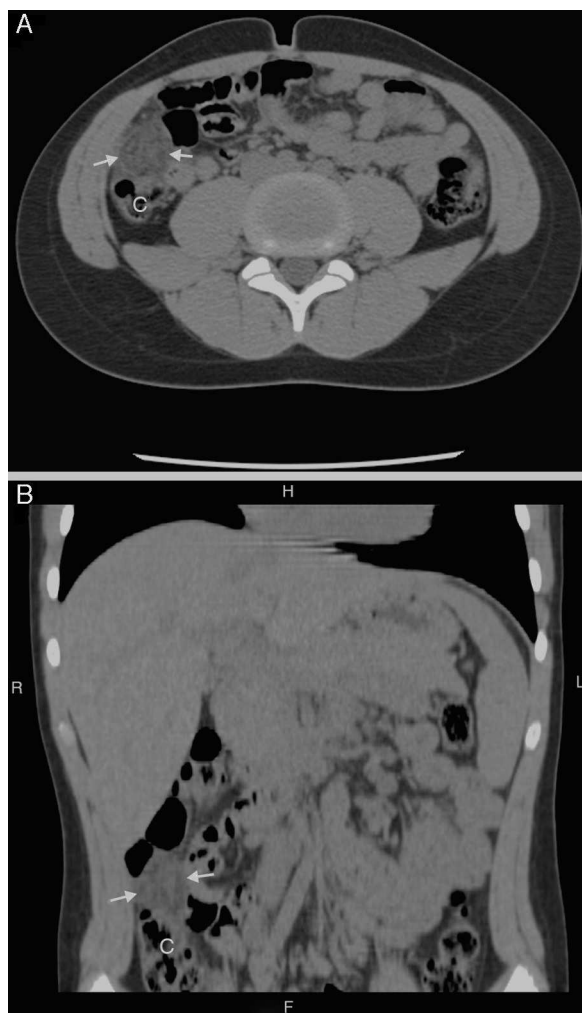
TC abdominal sin contraste por vía oral ni intravenosa, en planos axial (imagen A) y reconstrucción coronal (imagen B). Se observa un área bien delimitada de aumento de densidad de la grasa omental (flechas) del vacío derecho, en situación lateral con respecto al colon ascendente (C) con efecto masa e impronta sobre el mismo, de aspecto trabeculado, con un tamaño de 2,6 cm de diámetro.
